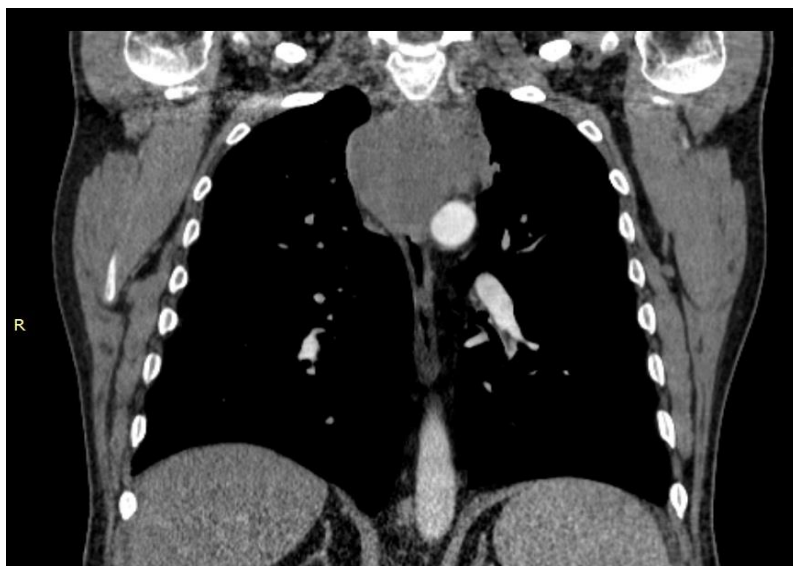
МСКТ до операції фронтальні зрізи
